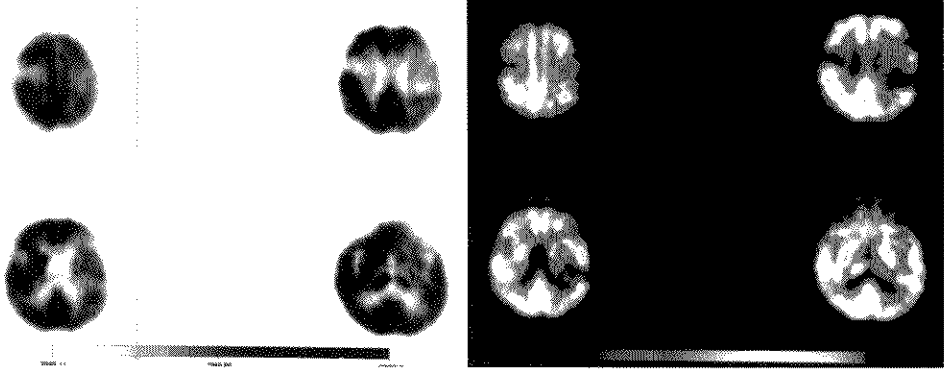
脑梗死患者¹⁸F-FDG PET 显像
